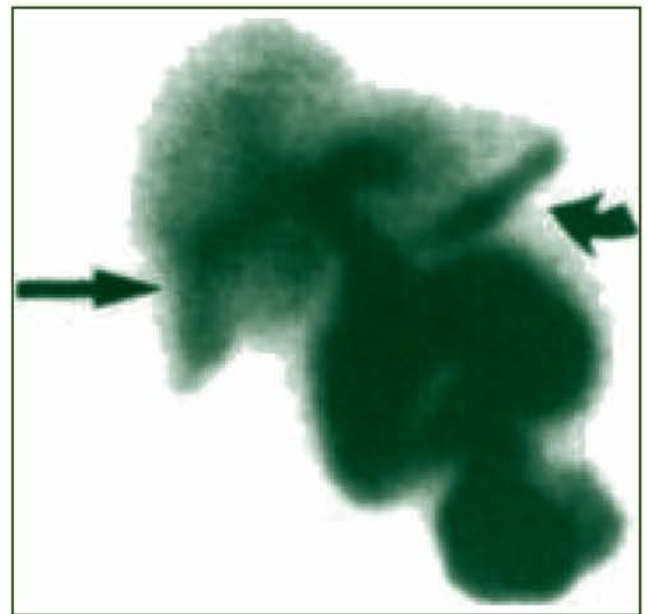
Гепатобіліарна сцинтиграма гострого калькульозного холециститу через 20 хв після введення морфіну (The journal of nuclear medicine. — 1996. — Vol. 37, № 2 February)
